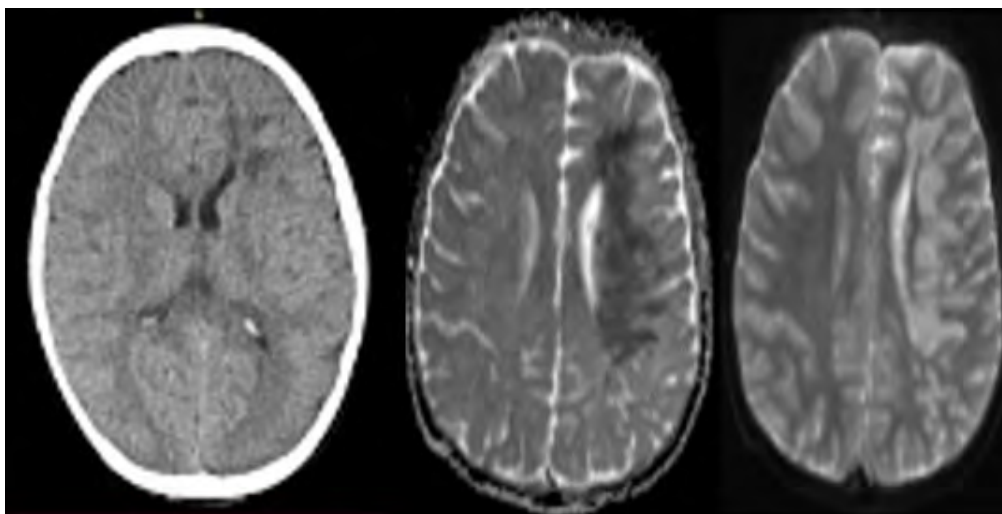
Tomografía Axial Computarizada del paciente mostrando hipodensidades en la región frontal izquierda; resultados que tienden a ser compatibles con déficits cognitivos en atención sostenida, memoria operativa y apartados de las funciones ejecutivas como la planificación, conceptualización y toma de decisiones.
